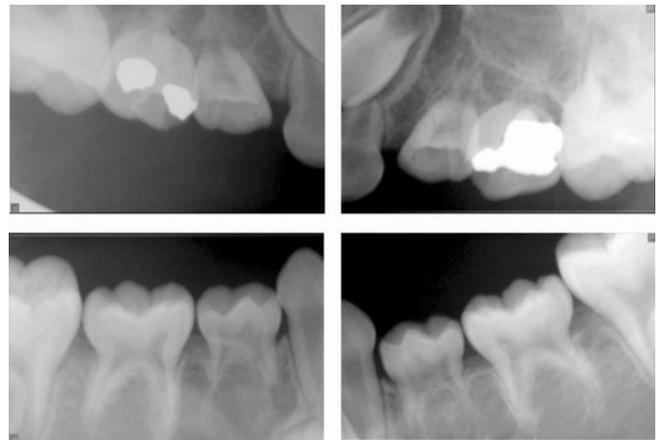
Periapical radiographs show partially obliteration of the periodontal ligament spaces and some degree of root resorption state of the primary molars.
